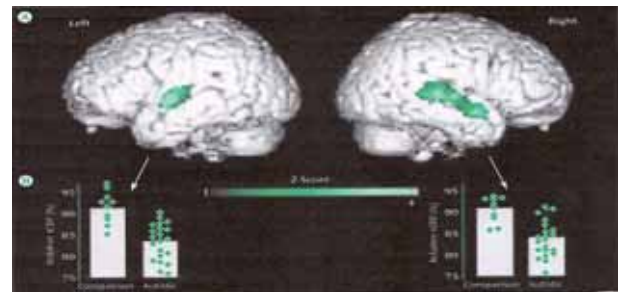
Temporal Lobe Dysfunction in Childhood Autism: A PET study. M Zilbovicius et al. Am J Psychiatry, 2000.
